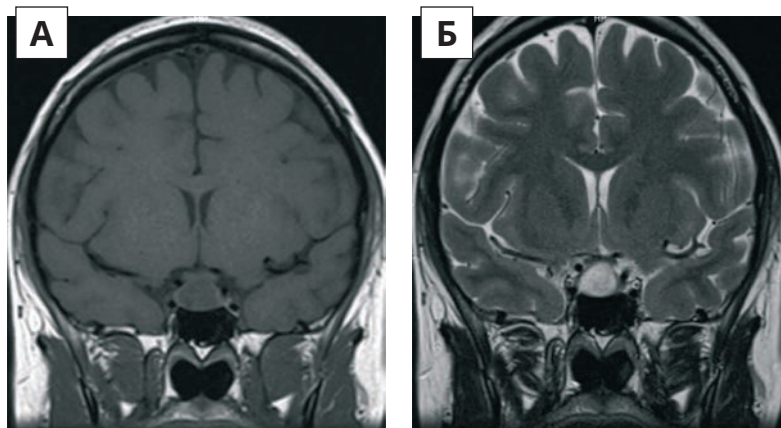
МРТ гіпофіза без контрасту: А – Т1-корональне зображення; Б – Т2-корональне зображення (спостерігається збільшення розмірів пухлини 12×19×11 мм із внутрішньопухлинною кровотечею)
